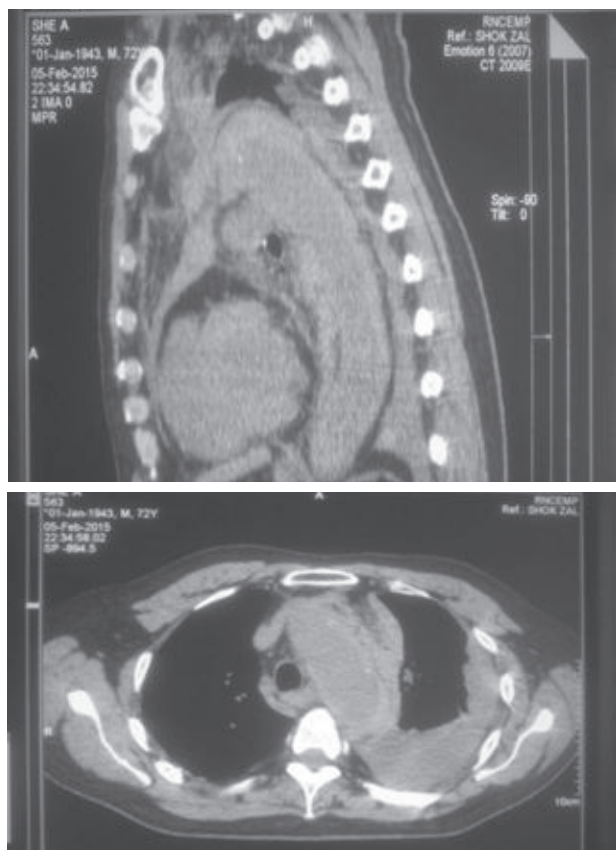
МСКТ органов грудной полости – диаметр восходящего отдела аорты 39 мм, дуги – 33 мм, нисходящего отдела – 30 мм. Контуры дуги и нисходящего отдела четкие с наличием ободка толщиной 10 мм, плотностью +77 ед. Н. Вывод: признаки расслаивающей аневризмы грудного отдела аорты.
